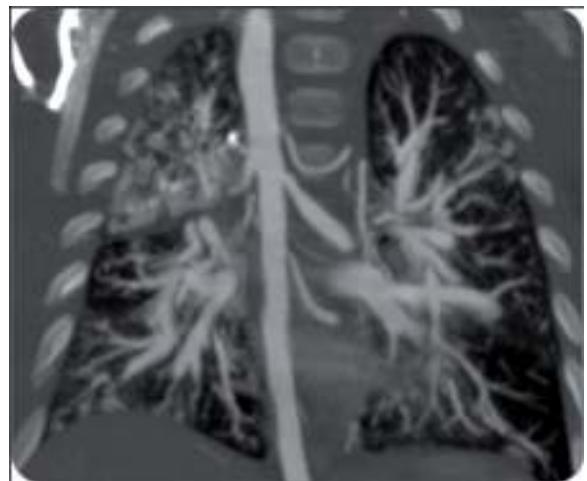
Angio- TAC de colaterales aortopulmonares en paciente con atresia pulmonar y comunicación interventricular.
